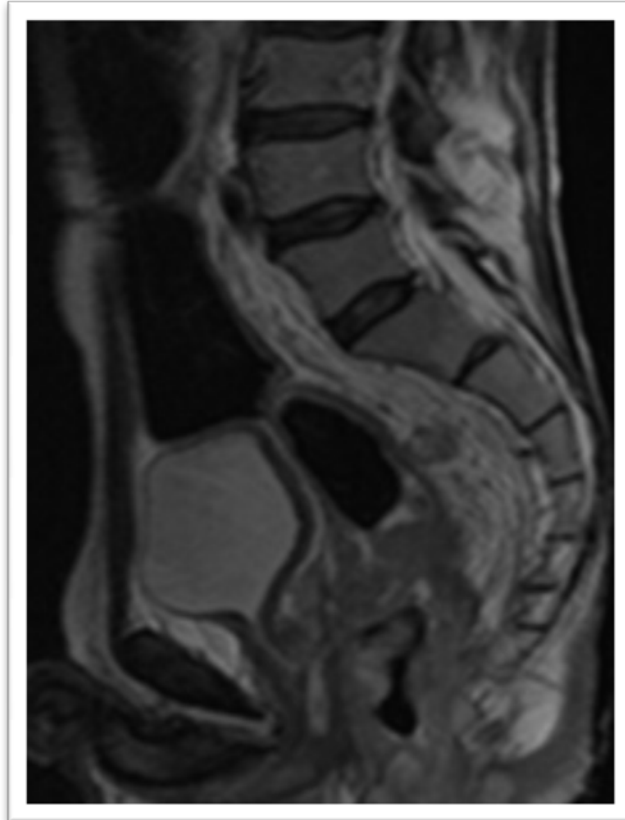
IRM en SPT2 selon un plan sagittal :
